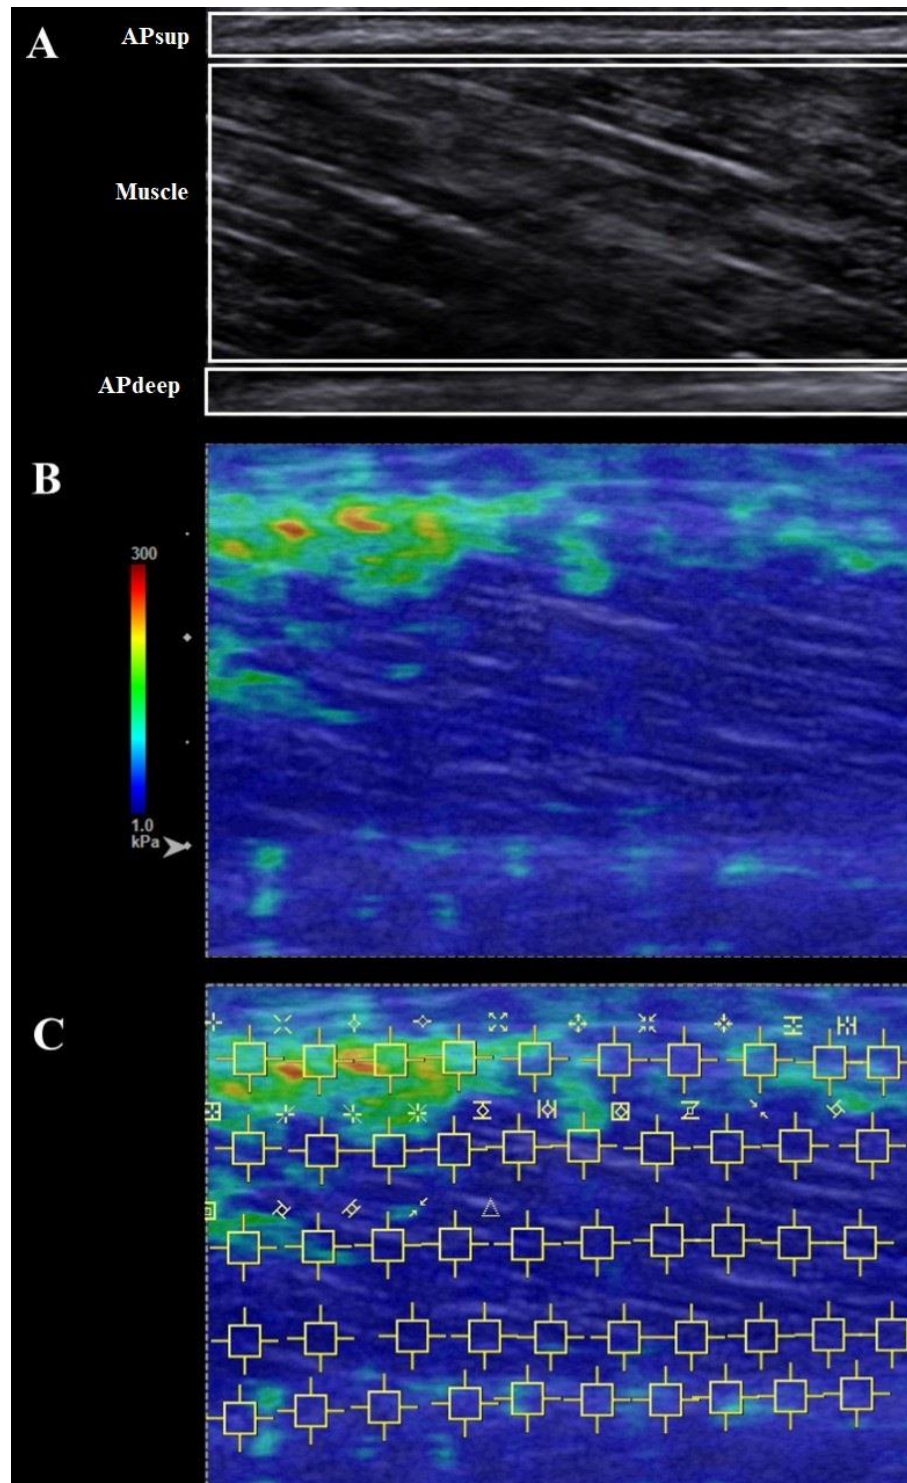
Representation of tissue location for obtaining ultrasound images. In the images, the superficial (APsup) and deep (APdeep) aponeurosis can be observed, in addition to the muscle tissue (A), among which elastography images were obtained (B) and the ROI's were selected for each of these tissues (C).
